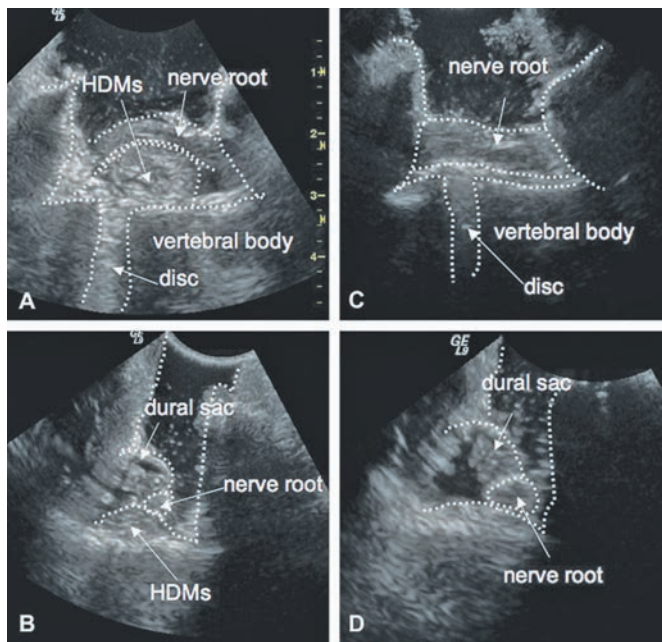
Интраоперационная ультразвуковая картина при поясничной микродискэктомии в сагиттальной (А) и аксиальной (В) плоскостях до удаления грыжи диска и после (С, D). HDMs — секвестр грыжи, nerve root — нервный корешок, vertebral body — тело позвонка, disc — межпозвоночный диск. Источник — Aoyama T., Hida K., Akino M., Yano S., Iwasaki Y. Detection of Residual Disc Hernia Material and Confirmation of Nerve Root Decompression at Lumbar Disc Herniation Surgery by Intraoperative Ultrasound// Ultrasound in Medicine & Biology. — 2009. — Vol. 35, № 6. — P. 920-927.
